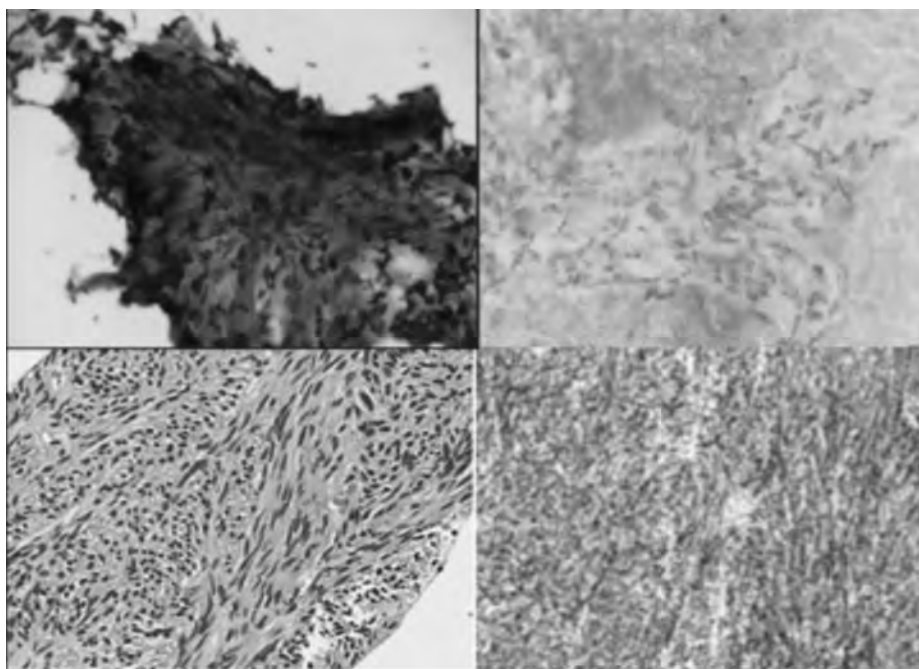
A. Tinción hemacolor. B. Papanicolaou de una muestra obtenida de una lesión subepitelial con aguja de corte de 22 G guiada mediante ultrasonido endoscópico. C. Bloque celular con resultado positivo para células de aspecto fusiforme en hematoxilina y eosina con inmunohistoquímica positiva para CD117. D. Diagnóstico de tumor del estroma gastrointestinal.
